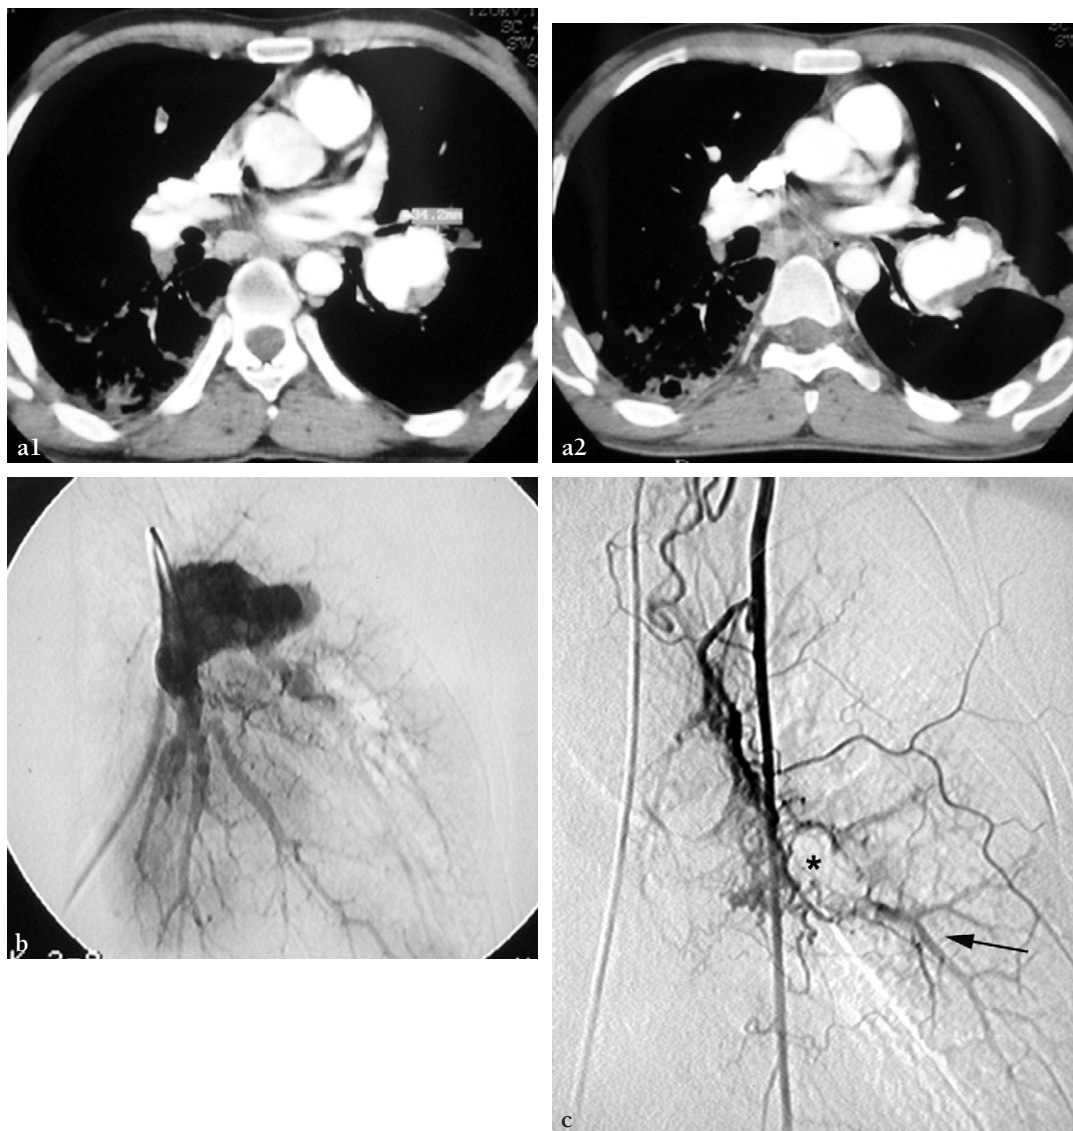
Maladie de Behçet avec anévrisme artériel pulmonaire évolutif et hémoptysie. Tuberculose évolutive associée. (a) Évolution du faux anévrisme gauche sur deux angio-TDM pratiquées à 15 jours d'intervalle. (b) Angiographie pulmonaire gauche montrant le volumineux faux anévrisme fissuré et les thromboses partielles des branches distales. (c) Artériographie mammaire gauche montrant une hypervascularisation systémopulmonaire gauche circonscrivant le faux anévrisme (*astérisque*) et alimentant les branches pulmonaires occluses (*flèche*).
